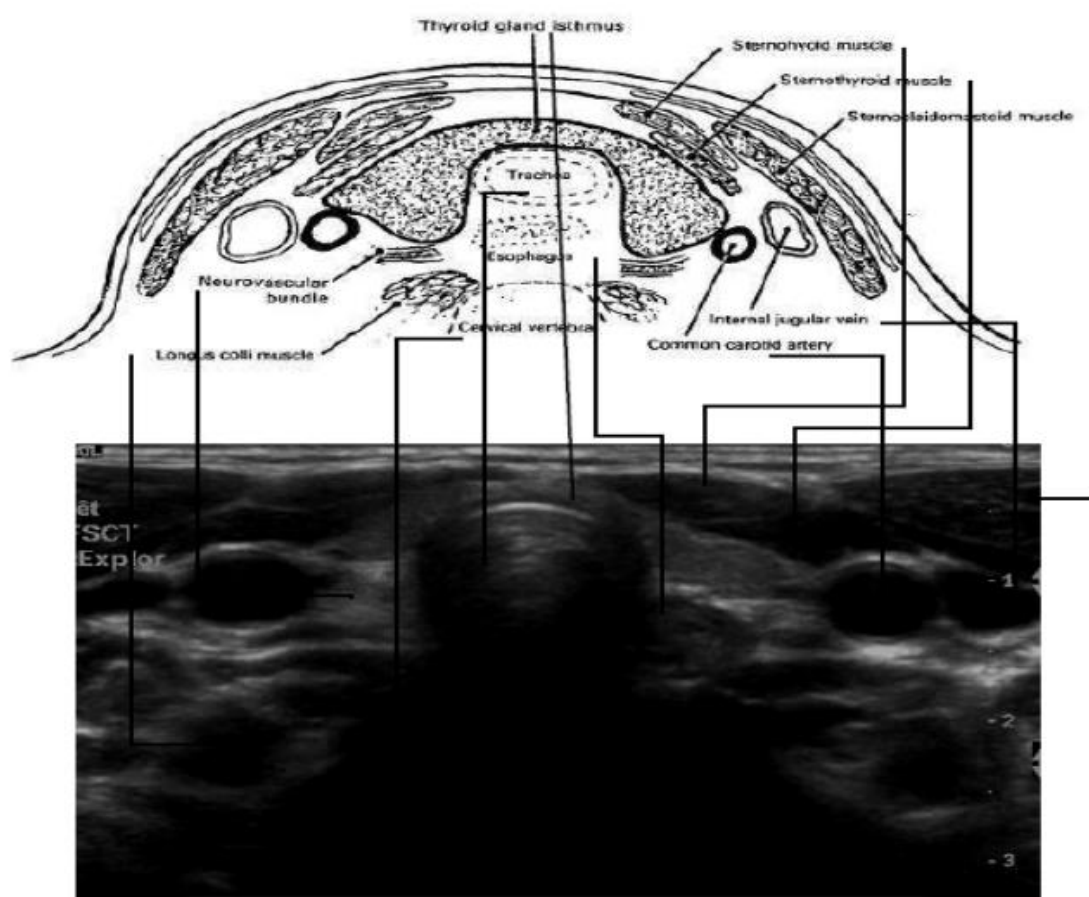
Aspect échographique normal de la thyroïde
